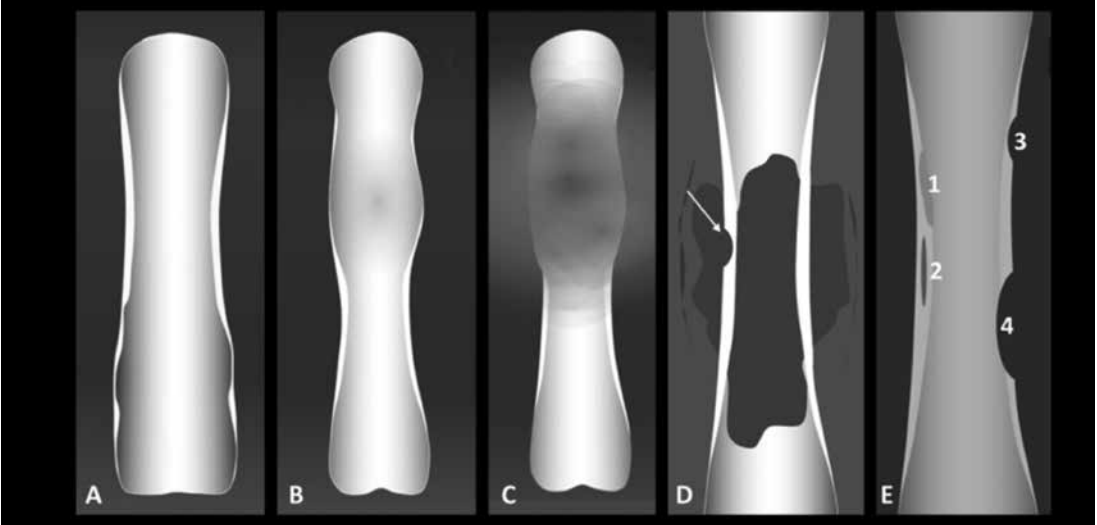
A-E. Radyografide kemik yıkımı örnekleri; (A, B) Coğrafik kemik yıkımı; Normal kemikle anormal yapı arasında keskin sınırlı ara yüzey (geçiş zonu dardır). (A) İyi sınırlı sklerotik kenarlı coğrafik kemik yıkımı. (B) İyi sınırlı sklerotik olmayan coğrafik kemik yıkımı; (C) Kötü sınırlı; Normal kemikle anormal yapı arasında net bir sınır bulunmaz (geçiş zonu geniştir). (D) Güve yeniği; Arada sağlam doku bırakan kortikal yıkım. (E) Permeatif; En agresif pattern'dir. Radyografideki algılanan görünüme göre gerçek lezyon çok daha agresiftir.
